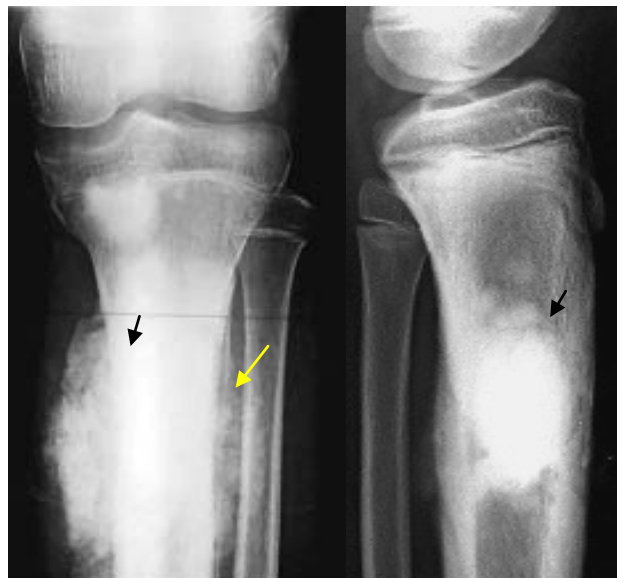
Une radiographie de face et profil : ostéosarcome métaphyso-diaphysaire de l'extrémité supérieure du tibia ostéocondensant (flèche noire) avec rupture de la corticale et réaction périostée en bulbe d'oignon (flèche jaune), chez un garçon de 14 ans.
